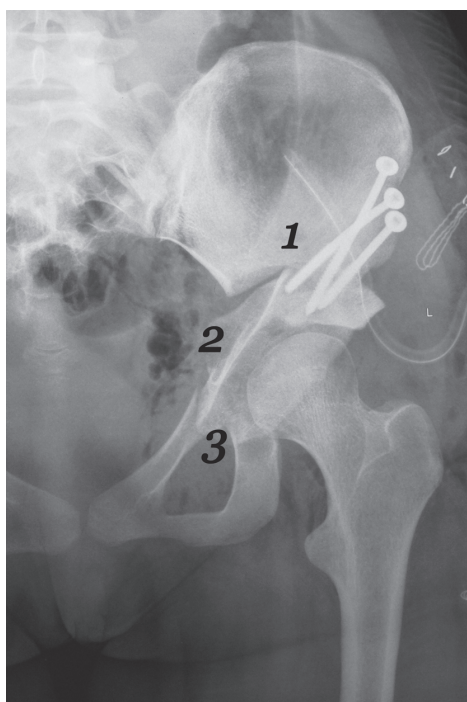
Рентгенограмма левого тазобедренного сустава в прямой проекции. Тройная остеотомия таза: 1 – остеотомия подвздошной кости; 2 – остеотомия лонной кости; 3 – остеотомия седалищной кости
